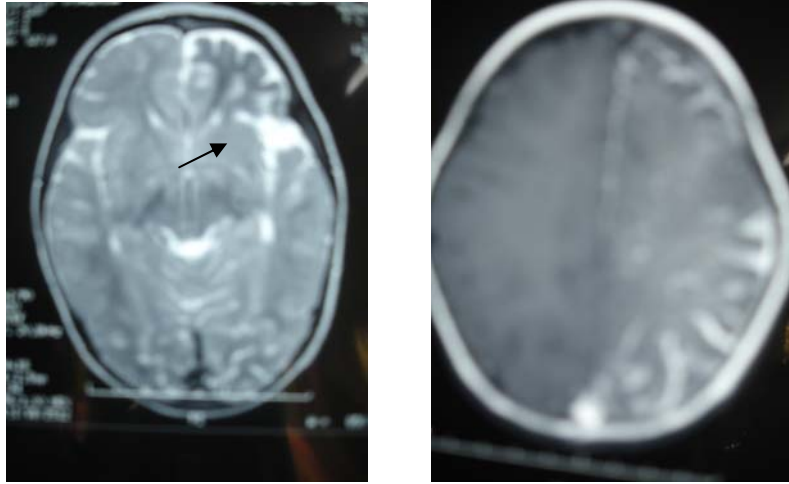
IRM en coupe axiale T1 avec contraste : hémiatrophie gauche, angiome leptoméningé homolatéral.
